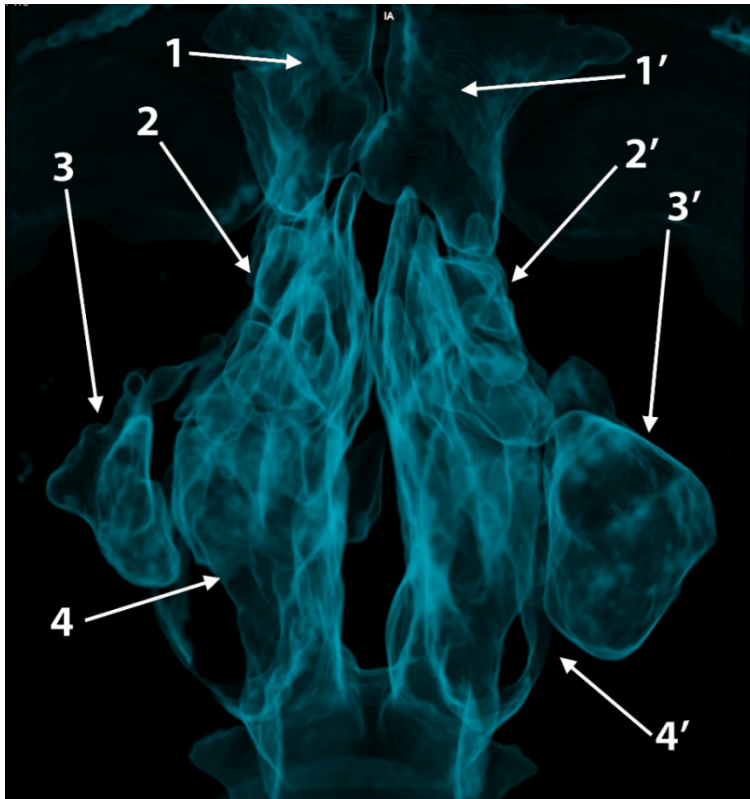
Randare tridimensională CBCT, vedere anterioară a foselor nazale și sinusurilor paranazale. Hipoplazie bilaterală asimetrică a sinusurilor maxilare. 1, 1'. sinusurile frontale; 2, 2'.labirintele etmoidale; 3, 3'.sinusurile maxilare hipoplazice; 4, 4'.fosete nazale.
